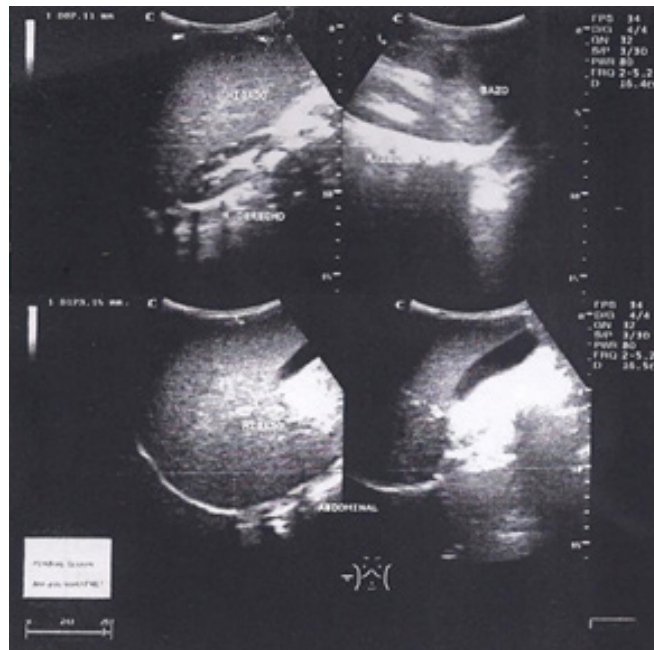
Ultrasonido abdominal muestra hepatomegalia homogénea del caso 1.
